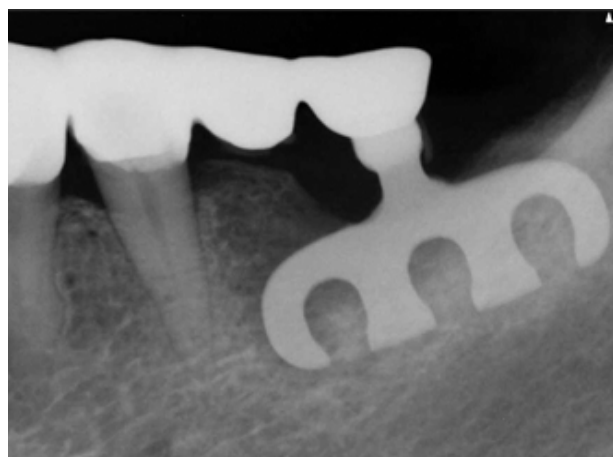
A periapical radiograph at the initial examination. The blade implant was rigidly connected to the natural teeth (#34 and 35).
